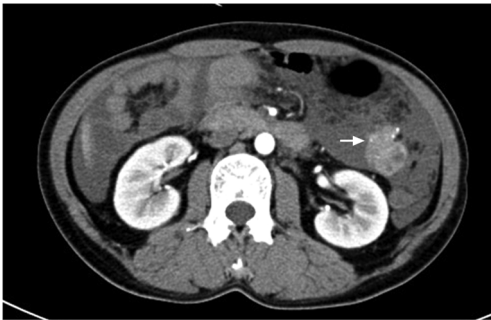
腹盆腔 CT 增强扫描示左肾前方软组织占位（箭头）
